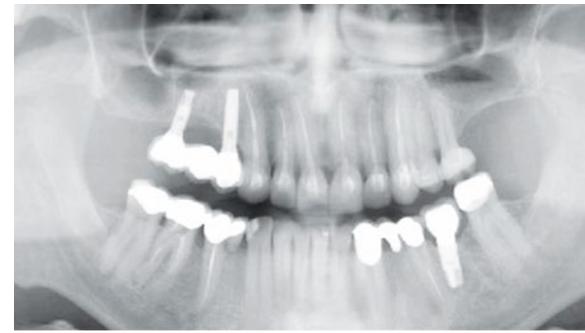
Ortopantomografia Final.
